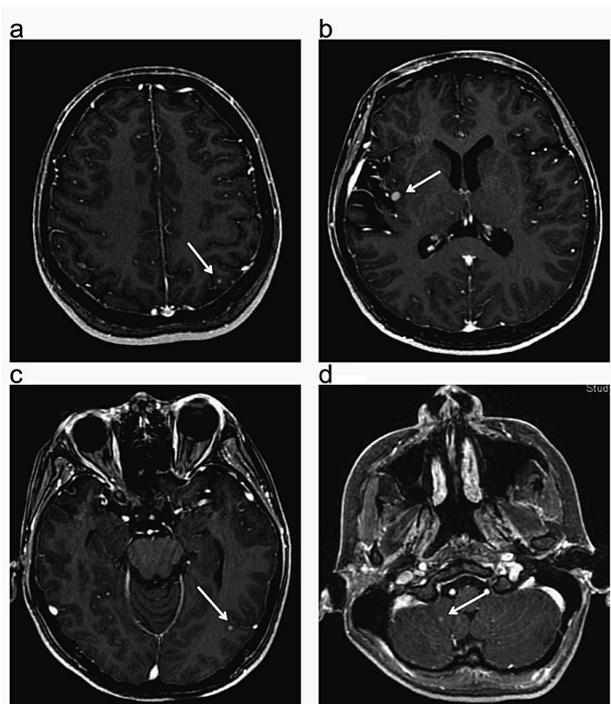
脳MRI (Gadolinium 造影 T1強調画像)：矢印の4か所に造影効果のある結節状転移巣を認めた。(a) 左頭頂部背側，(b) 右側頭葉，(c) 左後頭葉，(d) 右小脳
